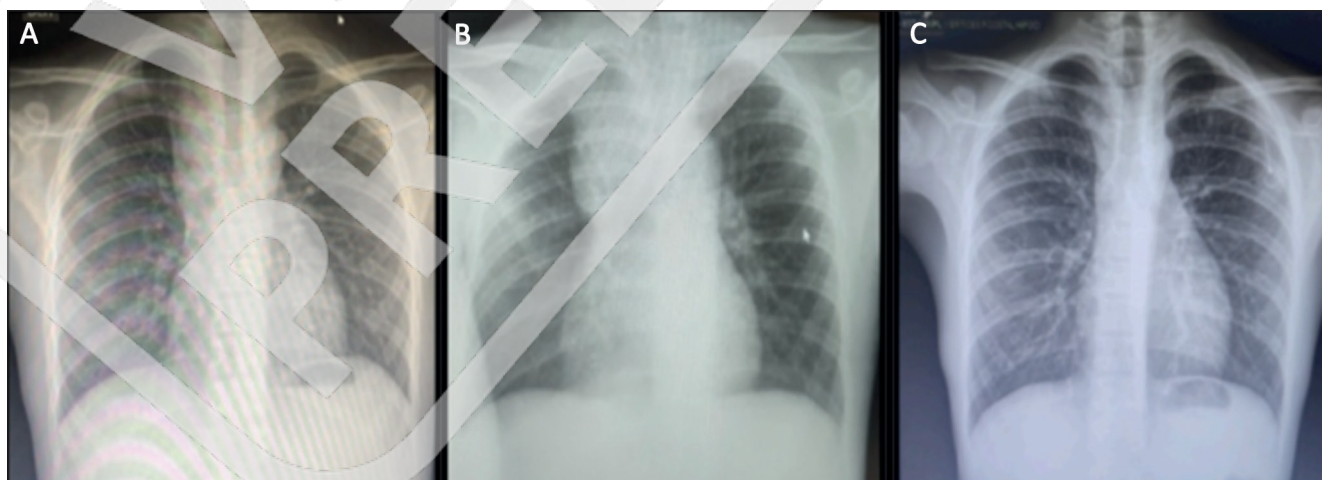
A. Radiografía de tórax al momento del inicio del síndrome nefrótico. B. Radiografía de tórax con ensanchamiento del mediastino pre-quimioterapia. C. Radiografía de tórax de control luego de la remisión del linfoma.
